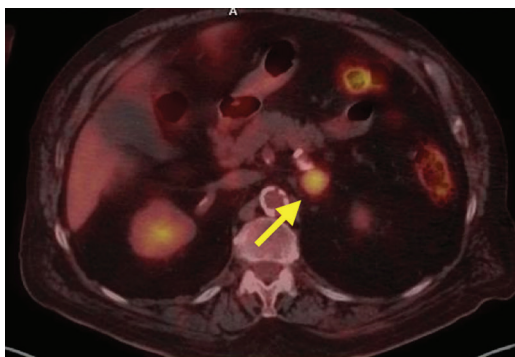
M1b: metástase única extratorácicas. Imagem de fusão do PET-CT FDG no plano axial mostrando metástase única na adrenal esquerda (seta).
